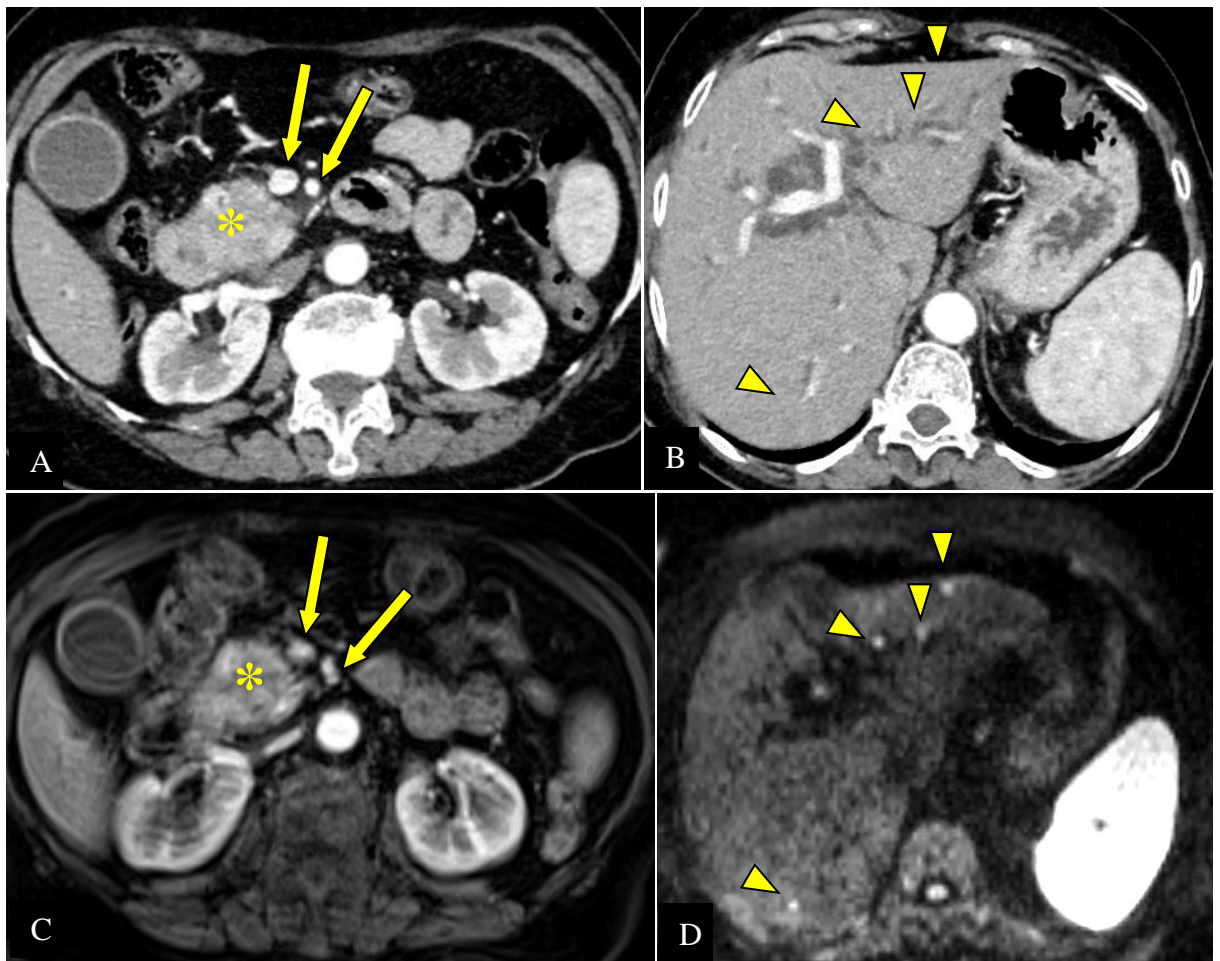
ADCP (*) chez une femme de 65 ans, classé résecable à la TDM (A) à cause du respect de l'axe artérioveineux mésentérique supérieur (flèches) avec foie homogène (B). L'IRM a confirmé le respect des vaisseaux mésentériques supérieurs sur la séquence T1 gado (flèches C), mais elle a objectivé des micro-métastases hépatiques (têtes de flèche D) (CHUC).
